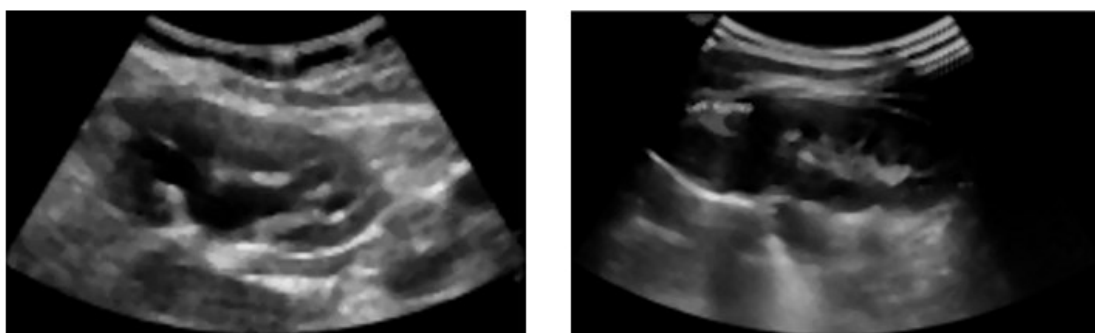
Esempi di ecografie di reni pediatrici dopo l'applicazione del filtro mediano nel caso di sonda Esaote immagine 003 (sinistra) e Samsung immagine 0027 (destra).
